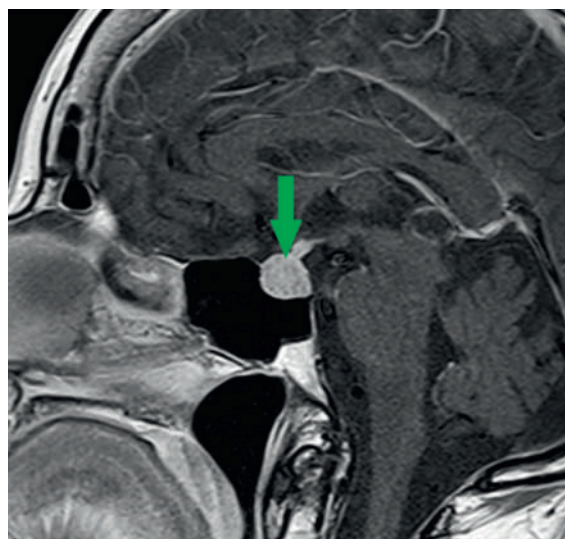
Hypophysitis unter Ipilimumab. Das MRT zeigt die typische, kugelige Auftreibung der Hypophyse mit homogener Kontrastmittelaufnahme (Pfeil).
